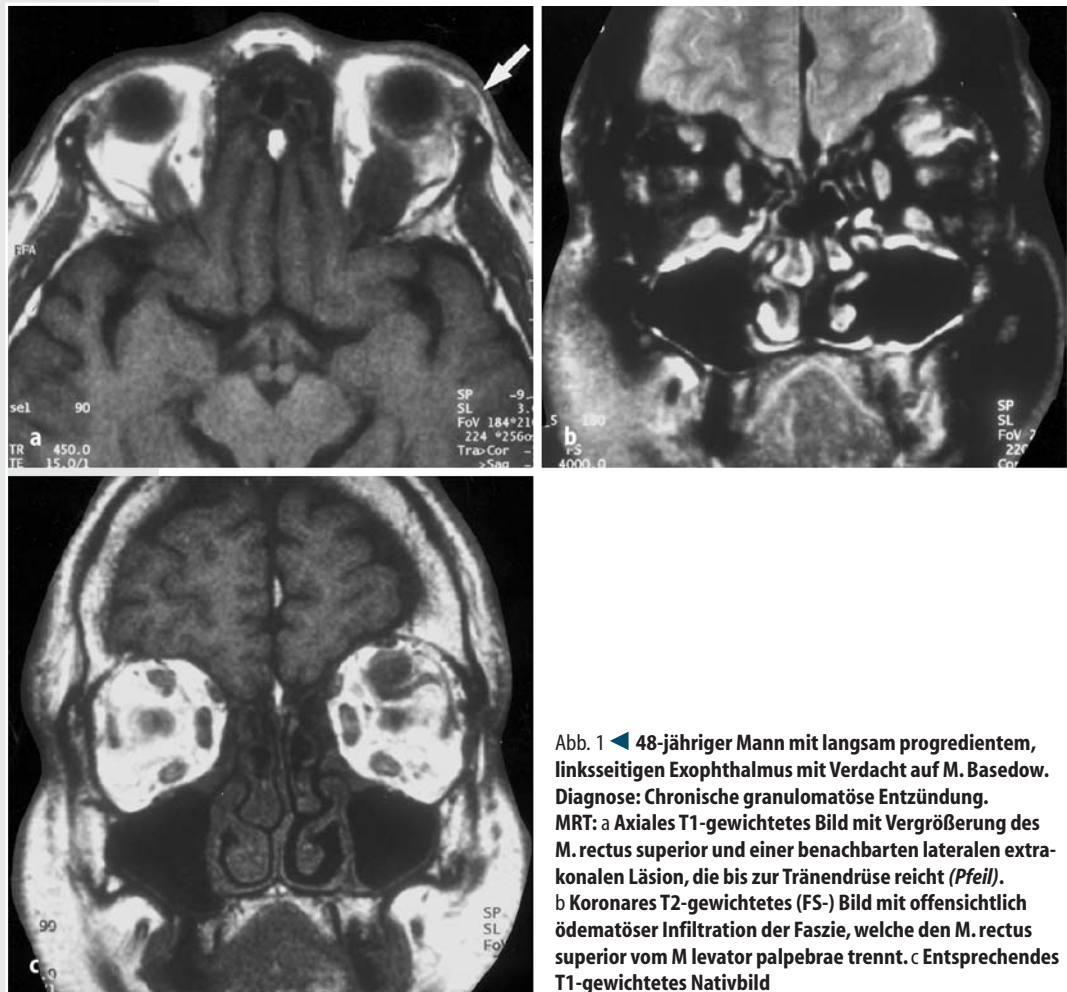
◀ 48-jähriger Mann mit langsam progredientem, linksseitigen Exophthalmus mit Verdacht auf M. Basedow. Diagnose: Chronische granulomatöse Entzündung. MRT: a Axiales T1-gewichtetes Bild mit Vergrößerung des M. rectus superior und einer benachbarten lateralen extraokularen Läsion, die bis zur Tränendrüse reicht (Pfeil). b Koronares T2-gewichtetes (FS-) Bild mit offensichtlich ödematöser Infiltration der Faszie, welche den M. rectus superior vom M levator palpebrae trennt. c Entsprechendes T1-gewichtetes Nativbild
